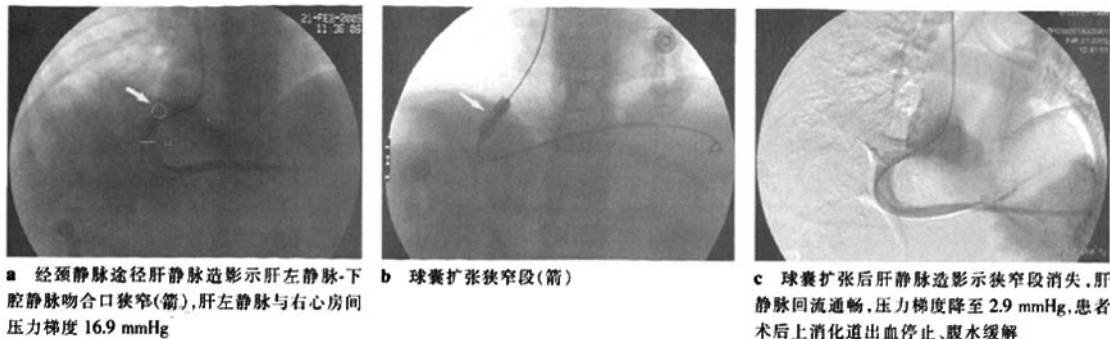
病例 1,为儿童劈离式左半肝移植术后 3 个月,大量腹水、上消化道出血,彩色多普勒超声提示肝静脉狭窄
